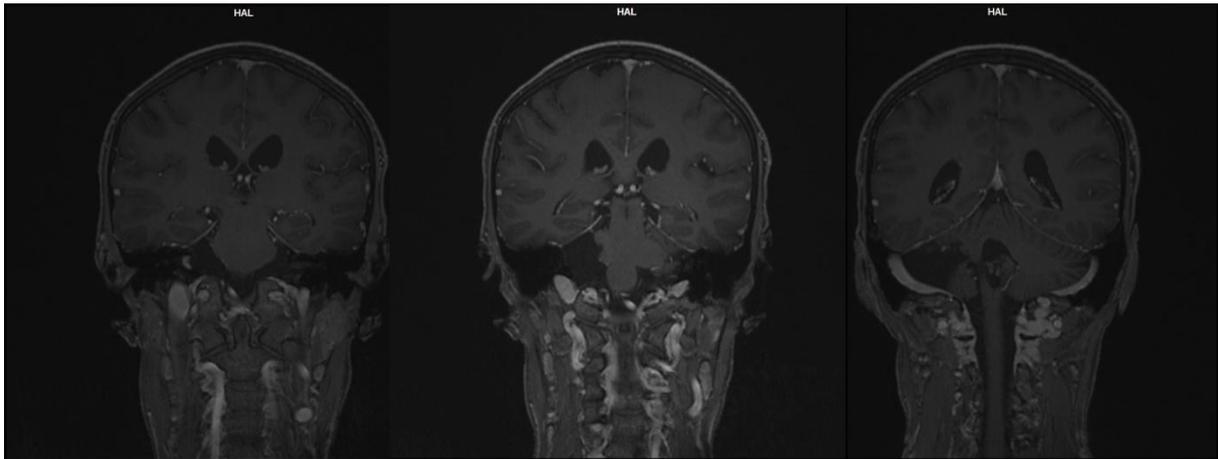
Снимки, сделанные на послеоперационной МРТ-ангиографии. Не выявлено сосудистых изменений
